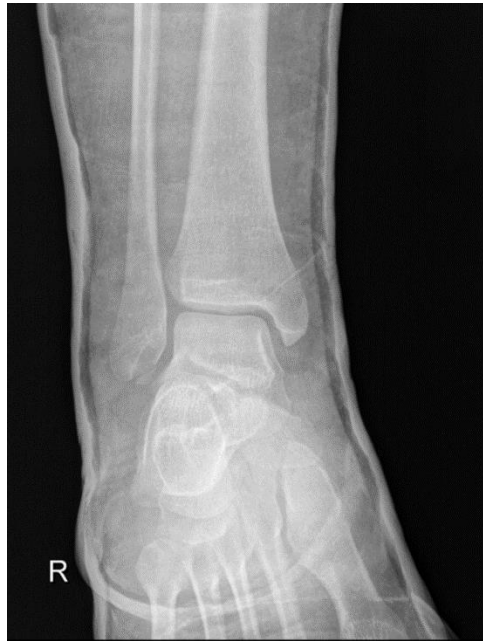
RTG snimka; antero-lateralni prikaz gležnja
